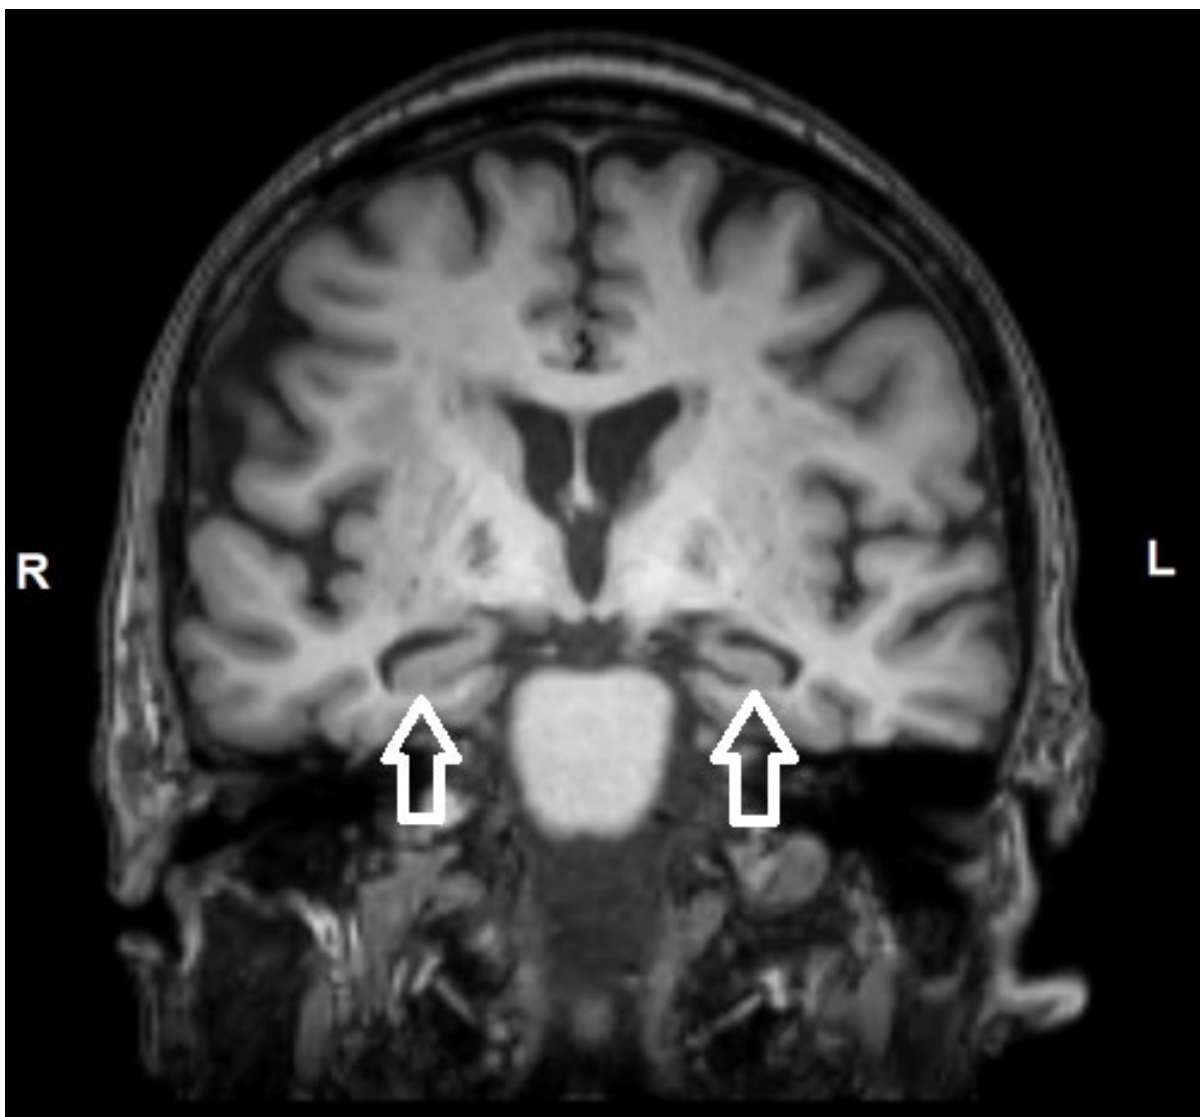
МРТ головного мозга, клинический случай №3. Коронарная проекция на уровне переднего моста. Визуализированы медиальные височные отделы, гиппокампы указаны стрелками.
